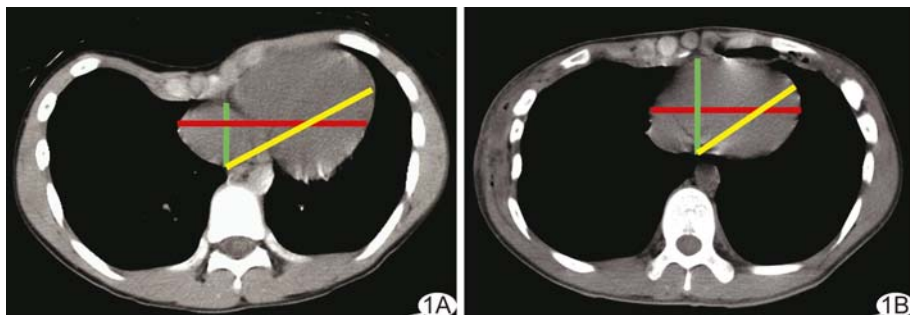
PE患儿男,12岁,CT测量方法 A.术前CT轴位图像,胸骨内凹最明显层面,可见心脏受后移的胸骨压迫前后径变扁,并向左侧胸腔移位;B.同层面术后图像,心脏受压情况较术前明细好转,形态恢复正常(红色横线为心脏水平横径,绿色纵线为心脏前后径,黄色斜线为心脏长轴,黄色斜线与绿色纵线夹角为CRA;术前HI=4.73,CCI=3.30,CRA=61.07°,术后HI=2.87,CCI=1.62,CRA=52.15°)
